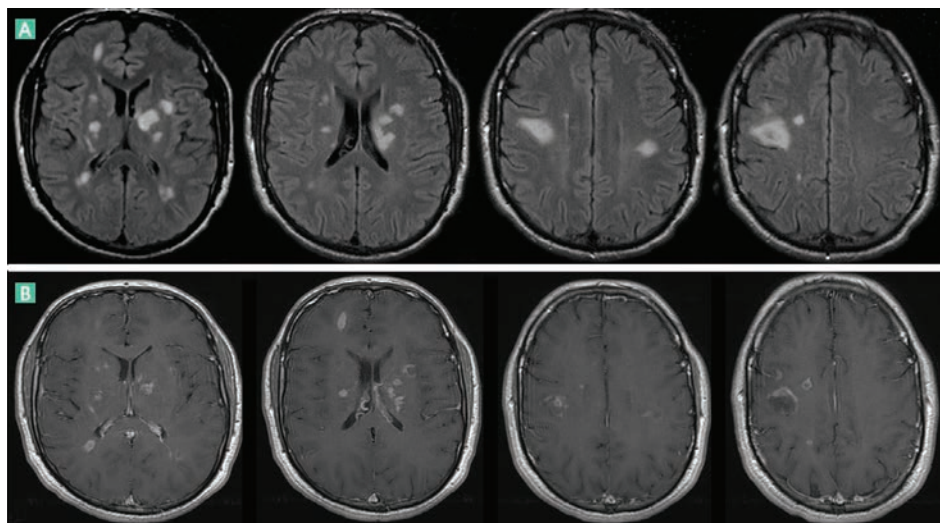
IRM encéphalique d'un patient de 20 ans atteint d'une EMAD.
